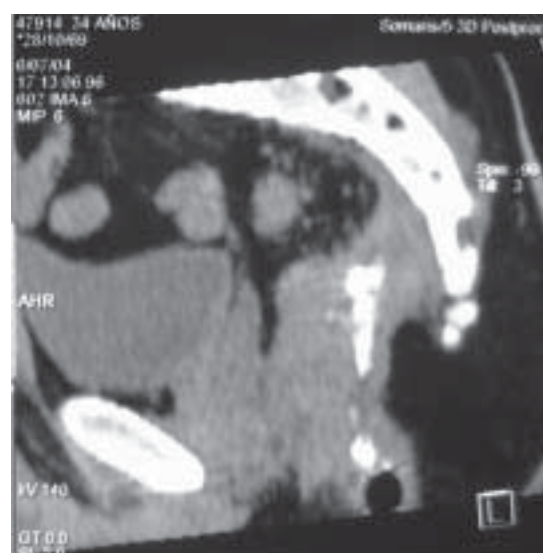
Reconstrucción sagital de fistulografía bajo TAC. Se observa el trayecto fistuloso, sin comunicación con el recto.
